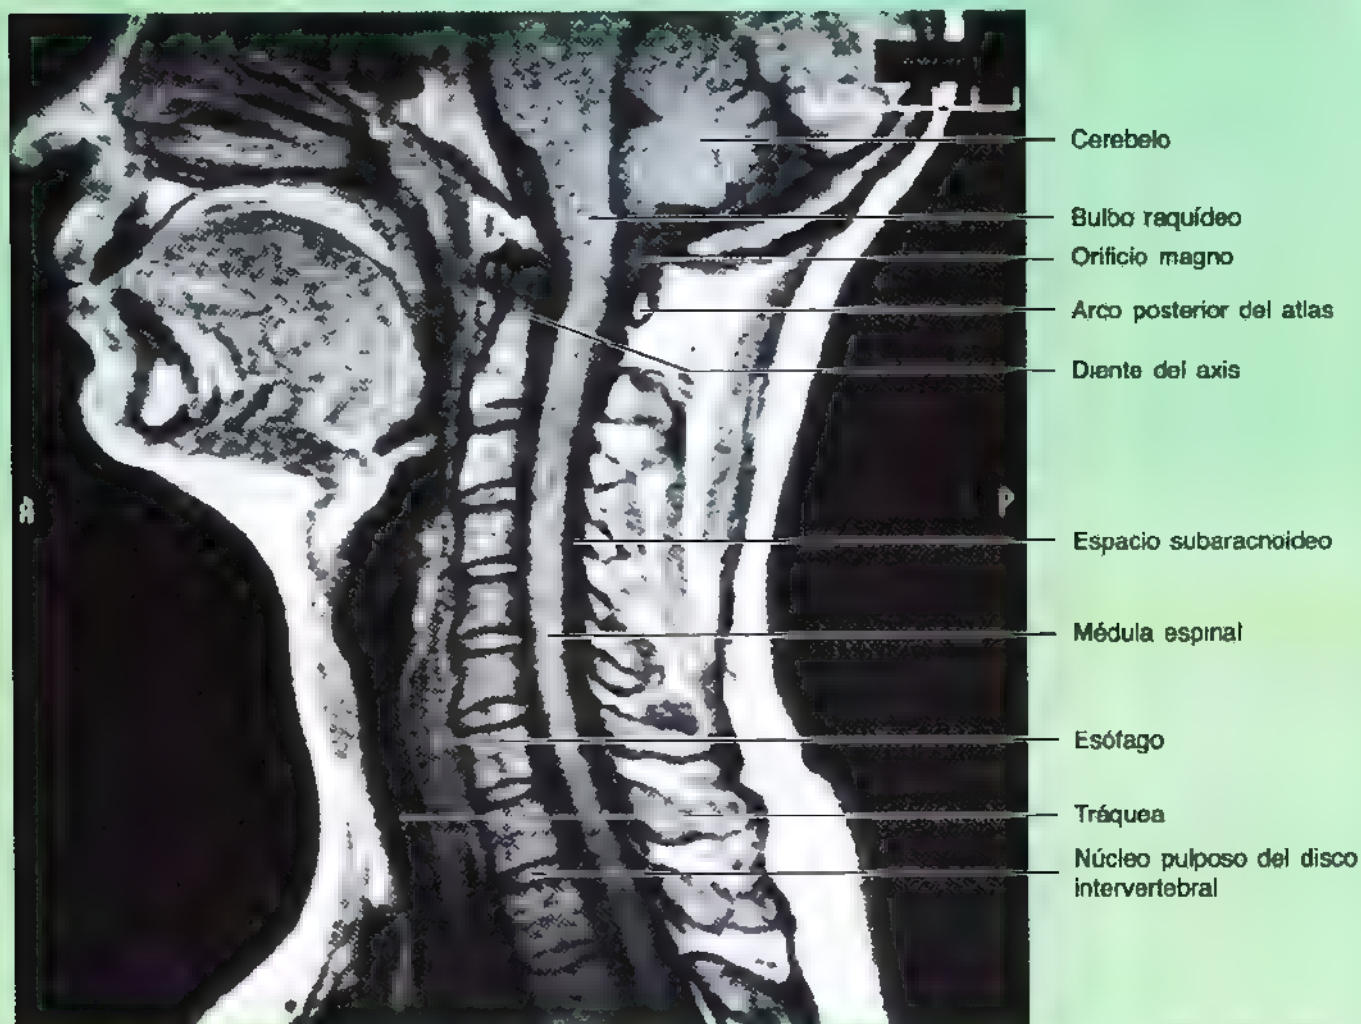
RM mediosagital de la parte inferior de la cabeza y del cuello. Se observan el cerebelo, el bulbo raquídeo, la médula espinal y la región cervical de la columna vertebral
